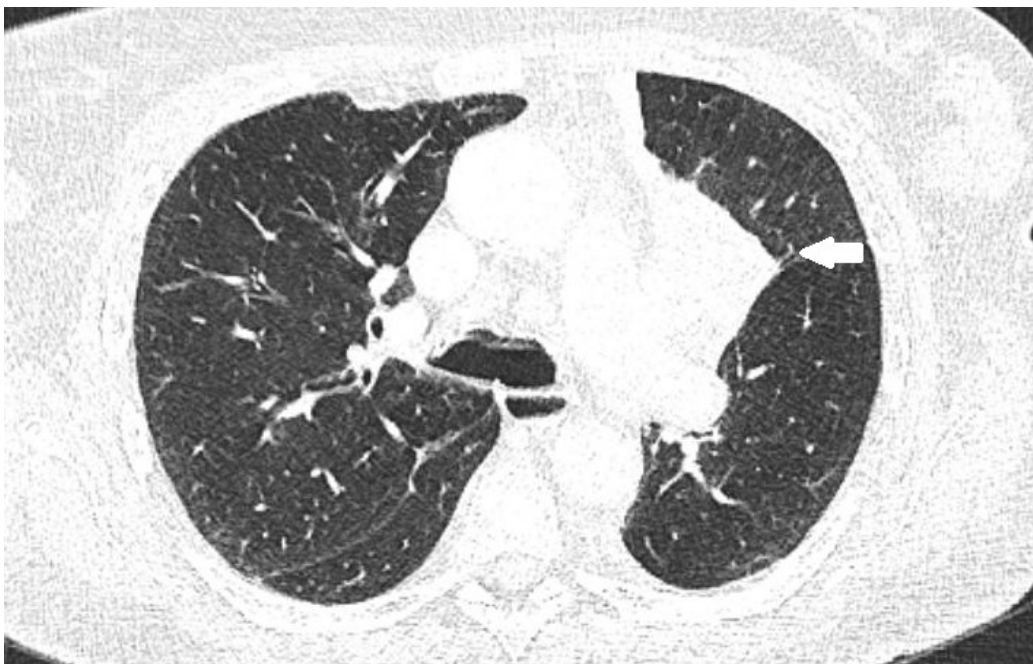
a: CT – axiální mediastinální okno, atelektáza části horního laloku (bílá šipka) (zdroj Fakultní nemocnice Hradec Králové)
